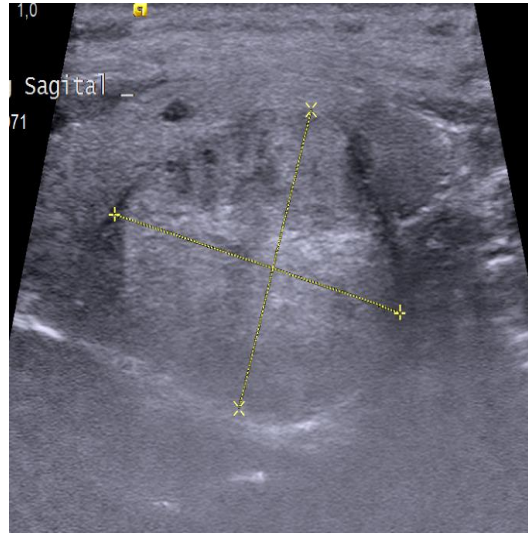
51 yaş erkek olgu.Sol lobda hipoeoik solid nodül TIRADS 4A kategorisinde değerlendirildi.Lezyonda Doppler sonografide belirgin artmış internal vaskülarizasyon mevcuttu.Nodülün histopatolojik tanısı papiller karsinomun foliküler varyantı ile uyumlu olarak bildirildi.
